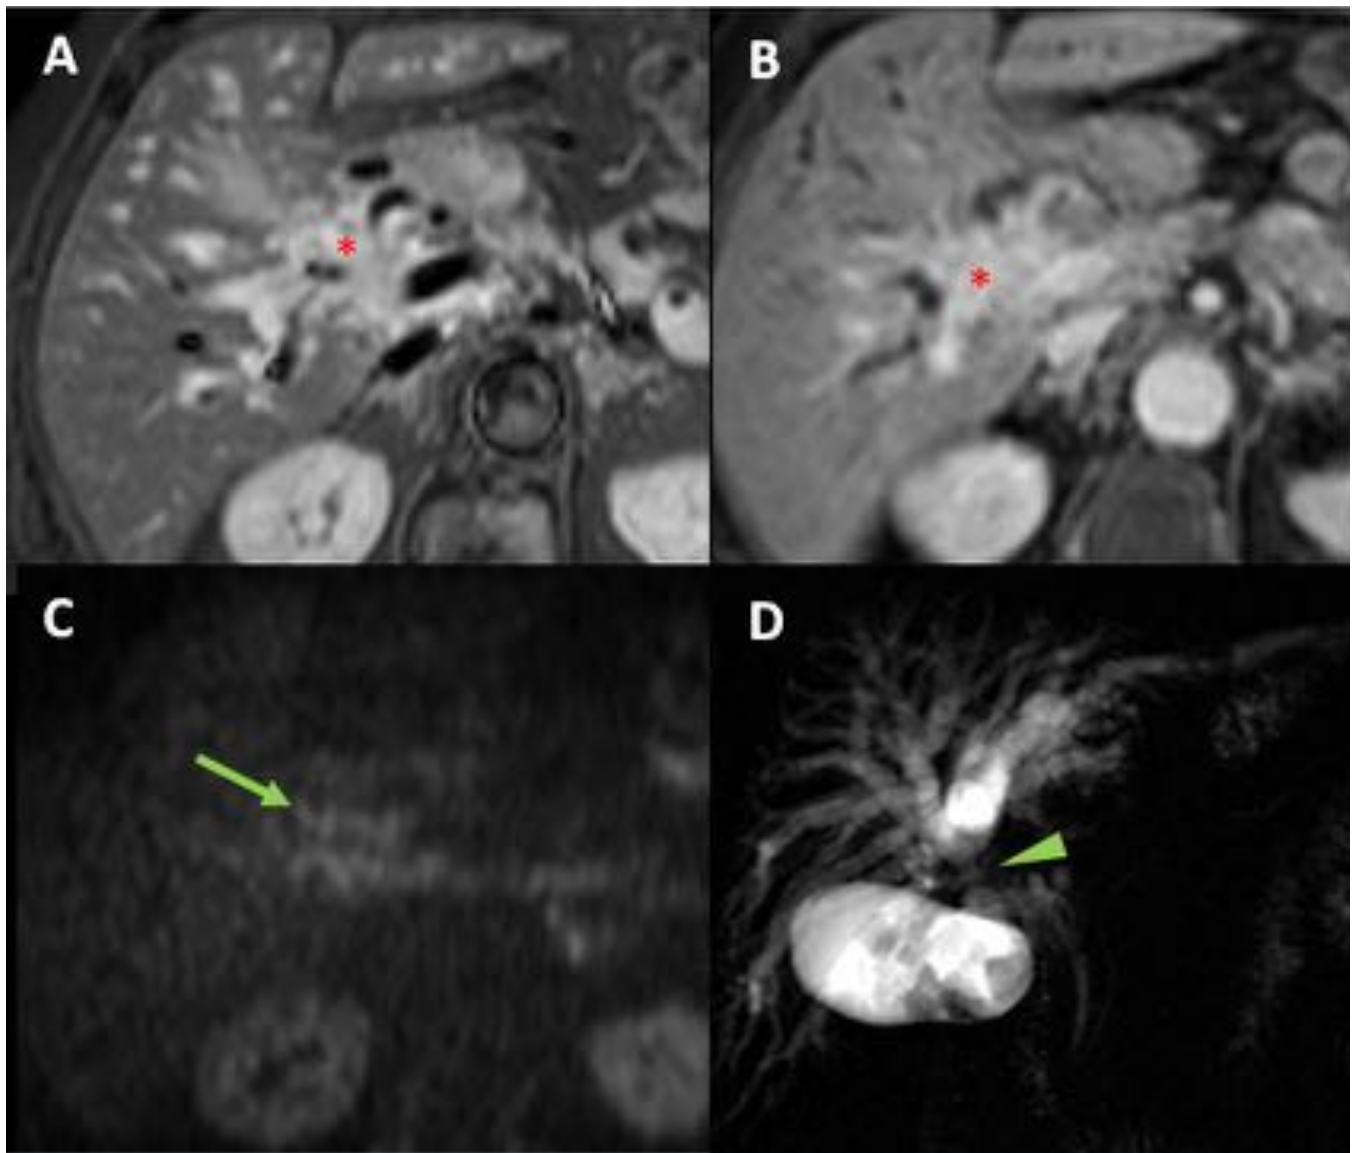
Colangiocarcinoma perihiliar. A y B: imágenes transversales de RM STIR y T1 con supresión grasa y contraste en fase tardía, que muestran alteración y realce de los tejidos peribiliares en la confluencia en forma de masa infiltrativa (asteriscos). C: imagen transversal de RM en difusión (b 1000) en la que destaca alta señal de la masa infiltrativa (flecha). D: colangio RM en plano coronal que muestra oclusión de conducto hepático común (cabeza de flecha).
